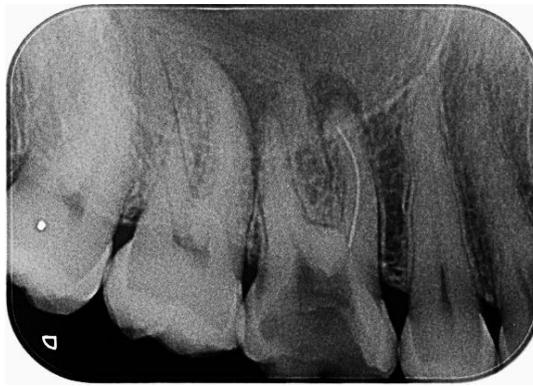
Radiografia mostrando instrumento fraturado e lesão endodôntica na raiz mesial.
